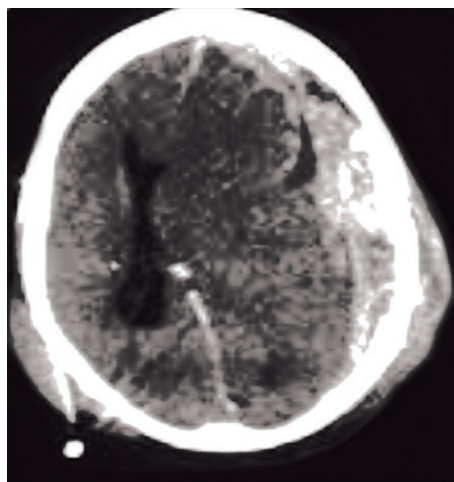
TAC de cráneo donde se observa un hematoma subdural agudo.
